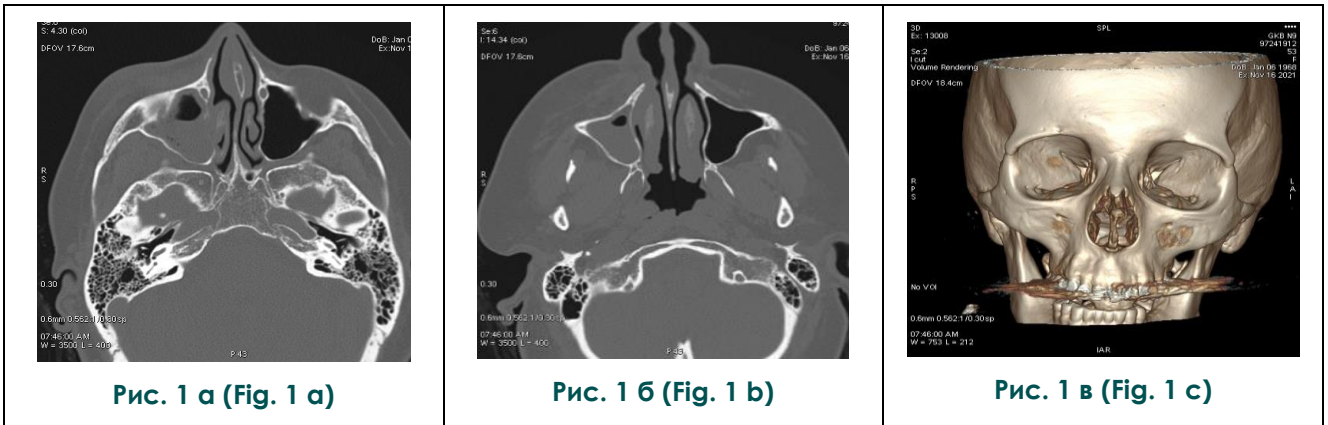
КТ правой подглазничной и щёчной области при поступлении, аксиальная плоскость и 3D-реконструкция.
